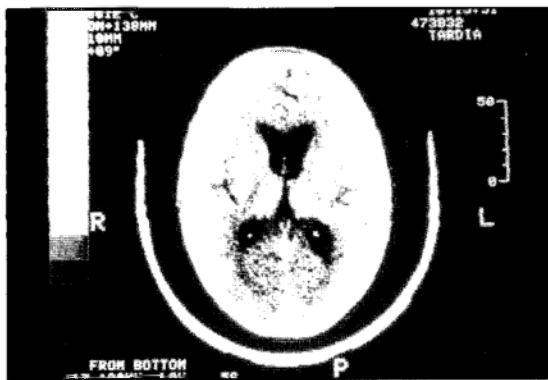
TC de crânio de controle, revelou acentuada melhora com ventriculos laterais centrados, simétricos, moderadamente dilatados.
